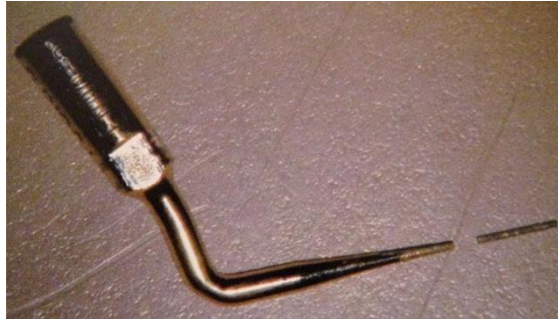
Punta de ultrasonido fracturada durante la excavación alrededor de un instrumento fracturado¹⁰.
